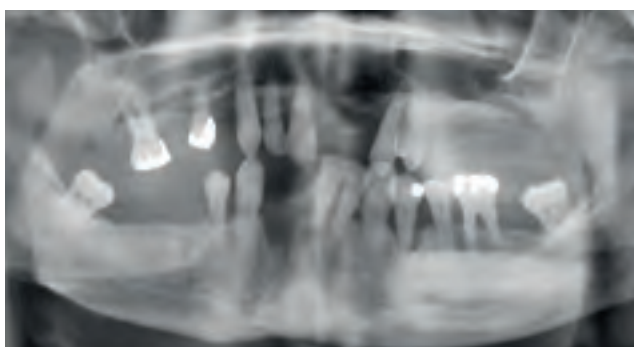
Дооперационная рентгенограмма с отсутствием зубов, неровной линией первой кортикальной пластины в верхней челюсти и многочисленными поврежденными областями с вовлечением тканей периодонта
